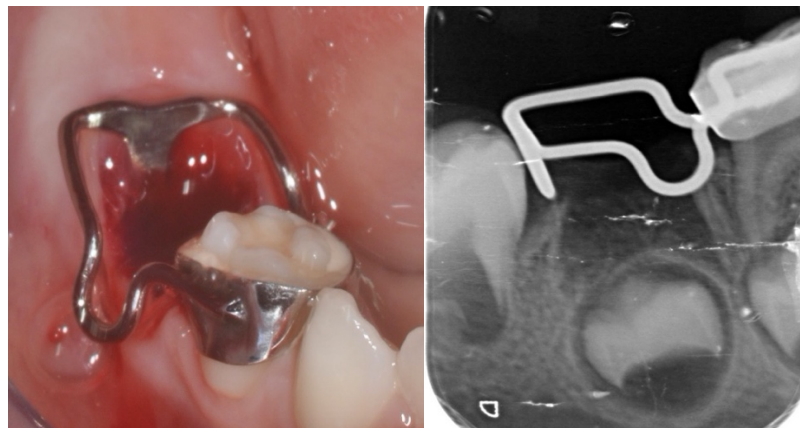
Photographie d'un *distal shoe* et sa radiographie rétro-alvéolaire per-opératoire.
